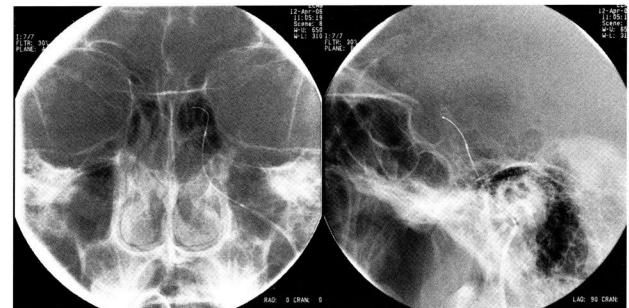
5B: Skull plain film P-A view (5A) and lateral view (5B). 0.035 Terumo guide wire was introduced into the left cavernous sinus.
